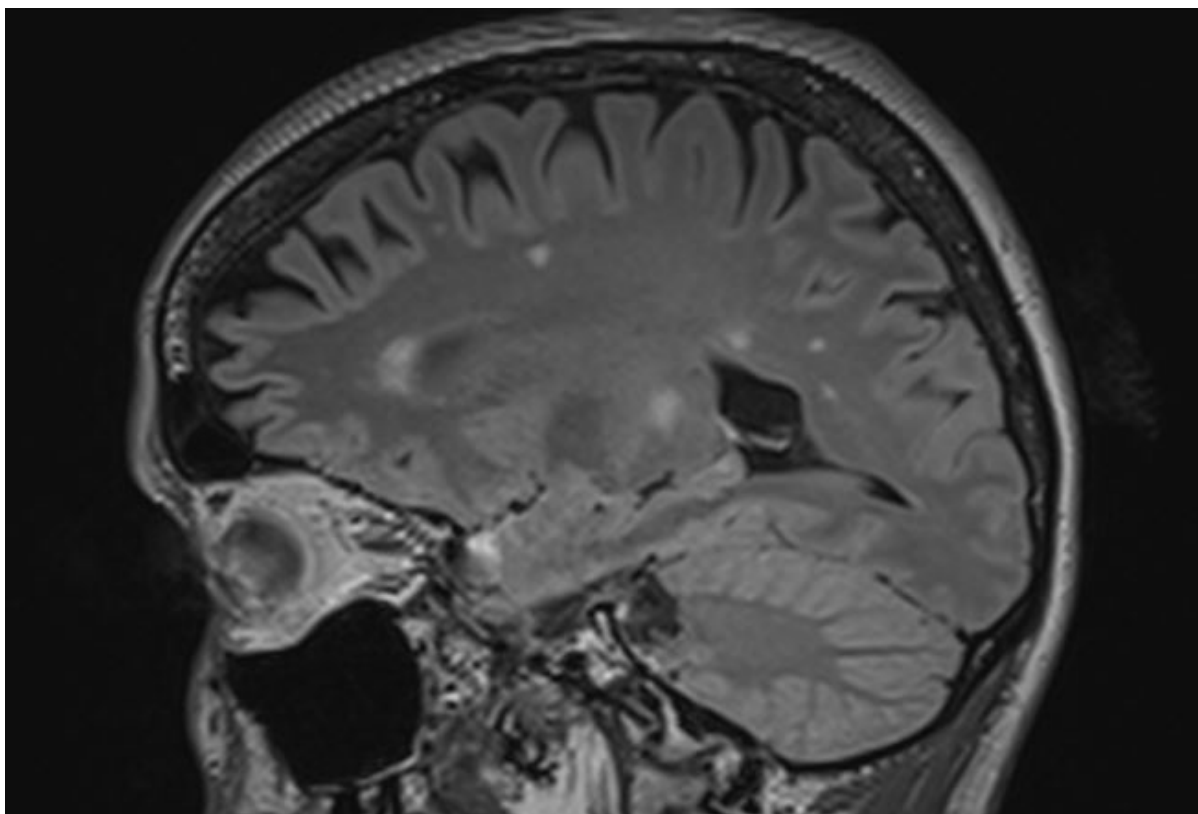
На данном FLAIR-изображении МРТ головного мозга представленной пациентки визуализируются множественные гиперинтенсивные очаги. Очаги имеют нечеткую форму, различные, часто небольшие размеры, нечеткие контуры. Расположены очаги преимущественно субкортикально. Эти данные нехарактерны для очагов демиелинизации
